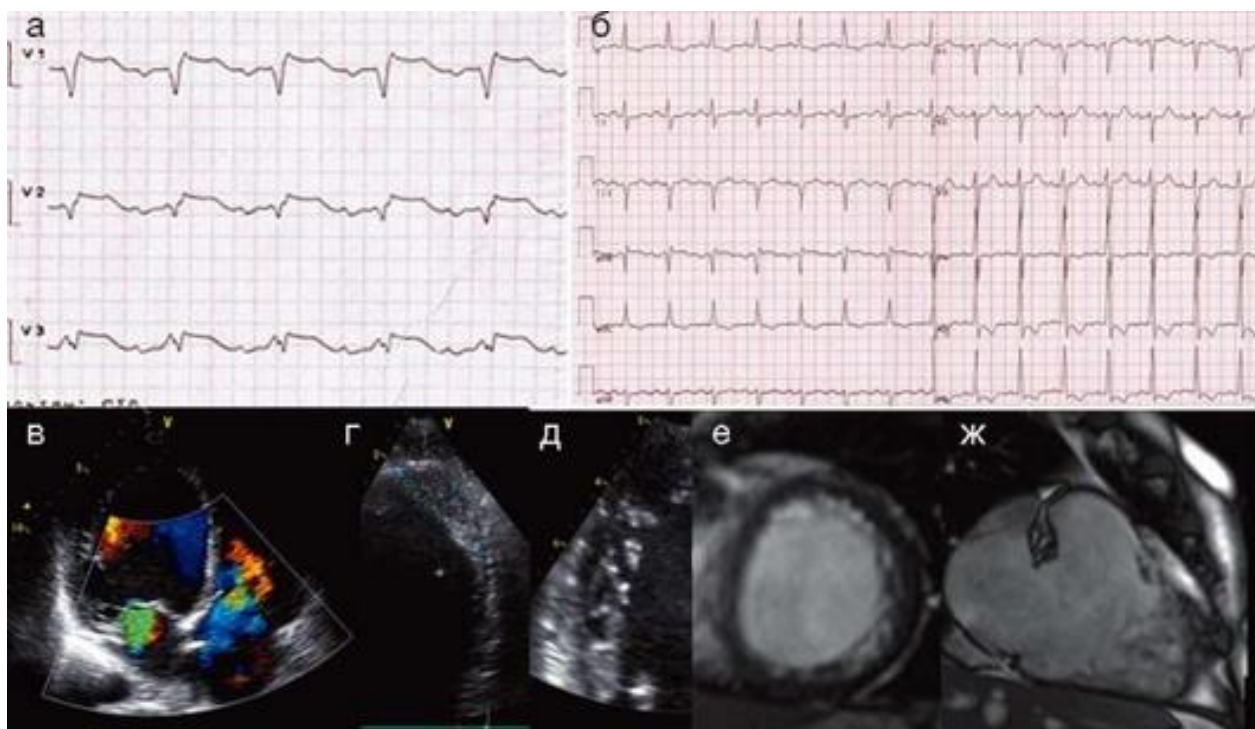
Результаты инструментального исследования у больного М., 38 лет: а - фрагмент ЭКГ от 19.12.2009 (скорость записи - 25 мм/с): подъем сегмента ST до 3 мм; б - электрокардиограмма от февраля 2010 г. (скорость записи - 25 мм/с); в-д - эхокардиограммы (шаровидная форма левого желудочка, выраженная митральная и трикуспидальная регургитация, тромб в верхушке левого желудочка, некомпактный слой миокарда левого желудочка); е, ж - магнитно-резонансные томограммы сердца, короткая и длинная ось (некомпактный слой миокарда левого желудочка)
